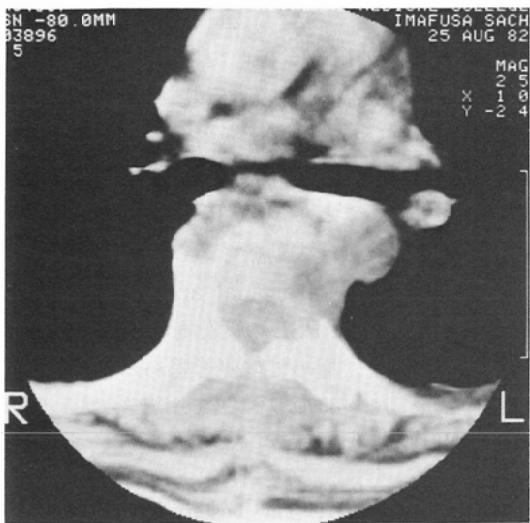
(c) CT scan shows the paraspinal soft tissue mass and vertebral destruction. The border between paraspinal area and left lung is relatively clear.
